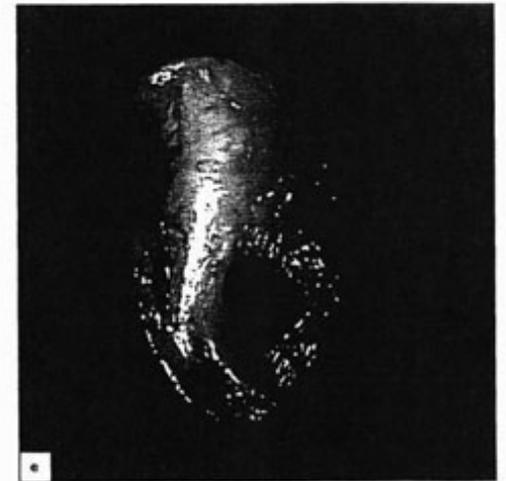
Mujer de 40 años de edad con osteoartrosis secundaria al desplazamiento del disco. (a) Tomografía de su ATM derecha, mostrando un adecuado espacio articular. El cóndilo es plano en su parte superoposterior. (b) Artrotomografía de doble contraste de la misma articulación que muestra el resto del disco anterior al cóndilo (flecha). Existe una perforación entre las cabezas de flecha. (c) Tomografía de la articulación izquierda mostrando un adecuado espacio articular. El cóndilo posee un osteofito anterior. (d) Artrotomografía de doble contraste de la misma articulación que (c). El disco (flecha) está desplazado hacia la parte anterior del cóndilo. La perforación se aprecia entre las cabezas de flecha. (e) Retirada quirúrgica del espécimen del disco de la articulación izquierda. El tejido del disco, biconvexo en el plano sagital, se puede observar a la izquierda. La unión posterior del disco a la derecha posee una gran perforación.
